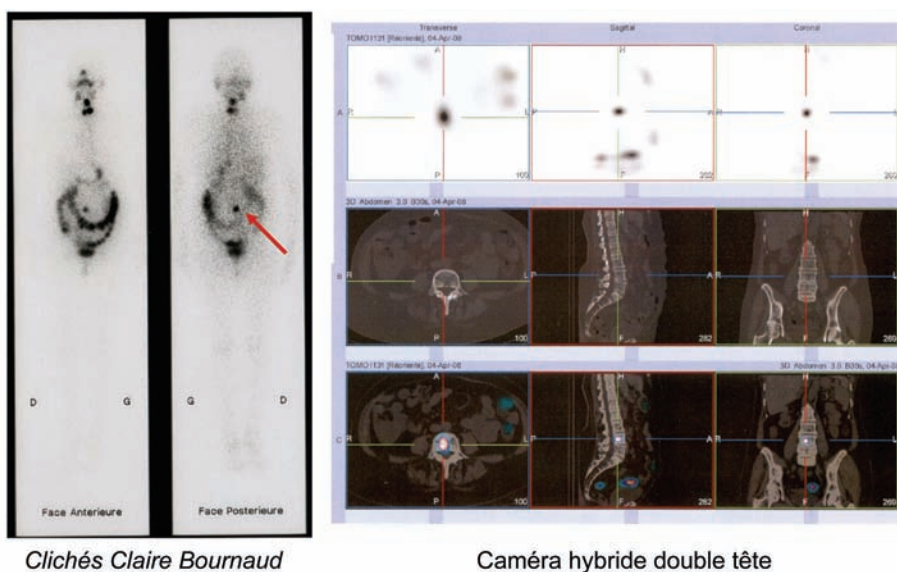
Amélioration des performances de la Scintigraphie post-thérapeutique grâce à la SPECT-CT.
